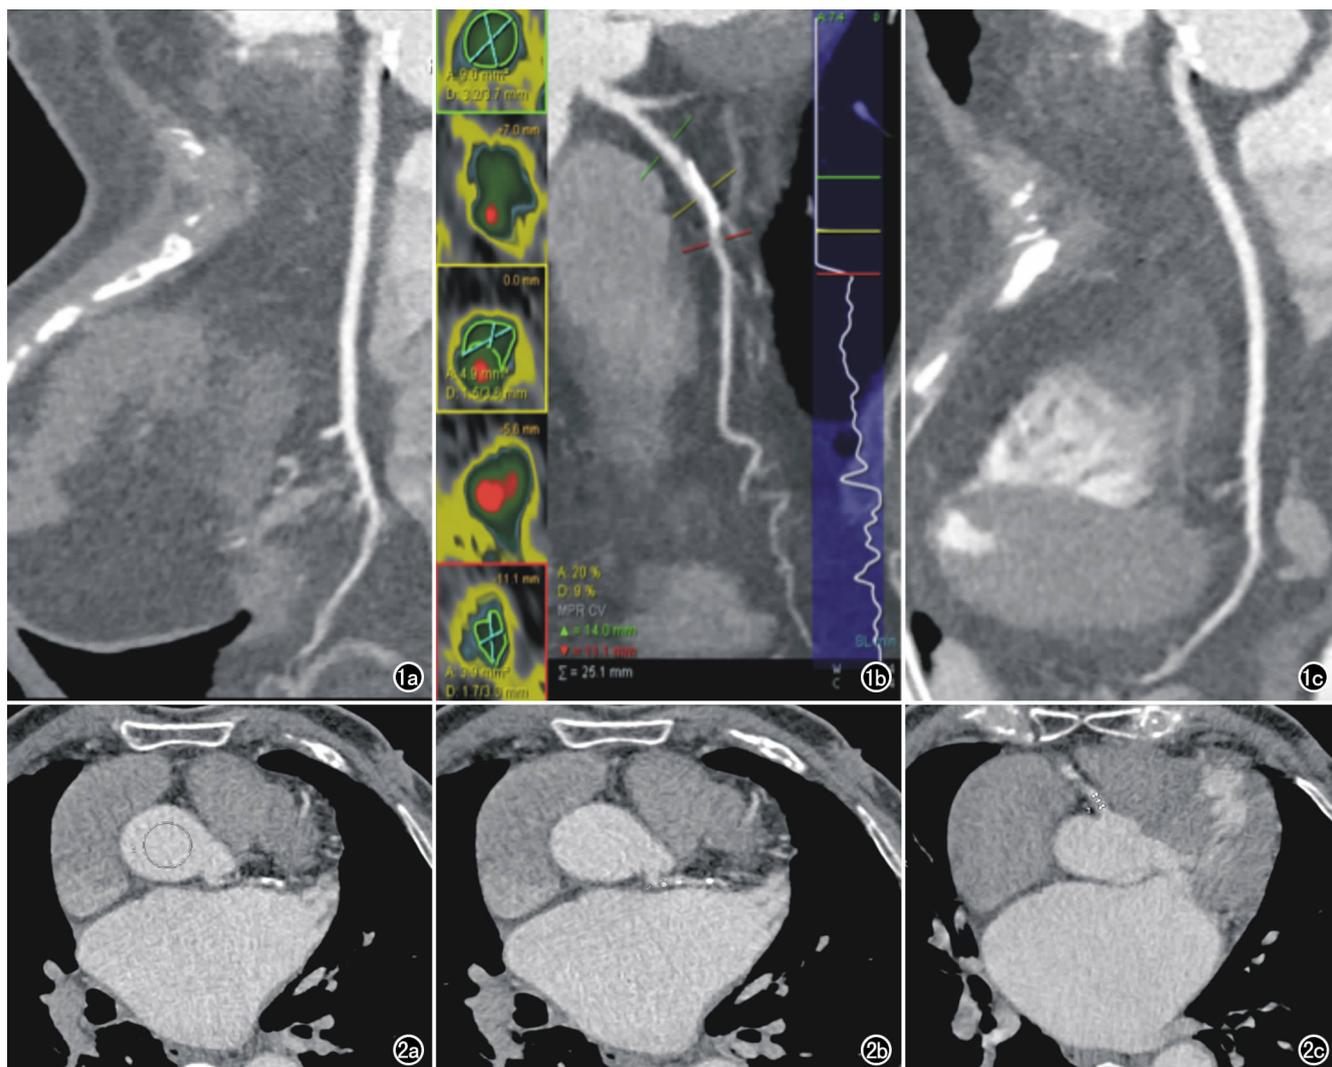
心律不齐患者冠状动脉CTA重建图像,图像质量良好,可满足诊断要求。a) RCA重建后图像; b) LAD重建后图像; c) LCX重建后图像。图2 心律不齐合并左心功能不全者冠状动脉CTA各段血管官腔的CT值。a) 左主干发出水平的主动脉根部的CT值为194.70HU; b) 左主干的CT值为201.3HU; c) 右冠近段的CT值为181HU。
